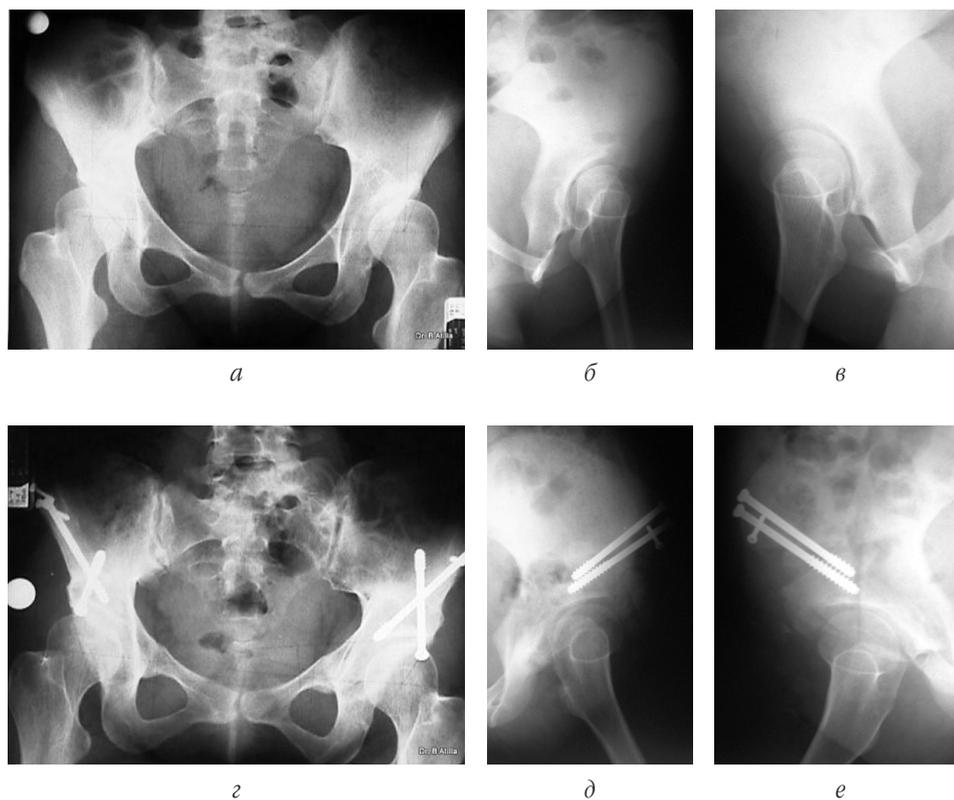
Рентгенограмми *б-ной М. Б.*, 20 лет. Дисплазия обоих тазобедренных суставов до операции: передне-задняя проекция (*а*); проекция фальш профайл — левый (*б*) и правый (*в*) тазобедренный сустав; через 13 лет после операции: передне-задняя проекция (*г*); проекция фальш профайл — левый (*д*) и правый (*е*) тазобедренный сустав
